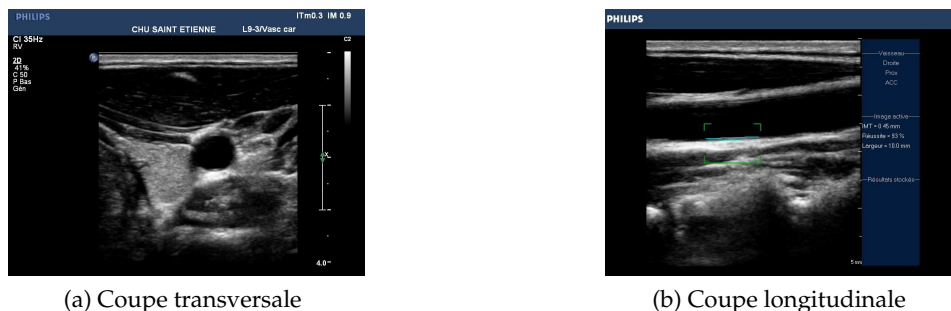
Exemples d'échographies de l'artère carotide.
